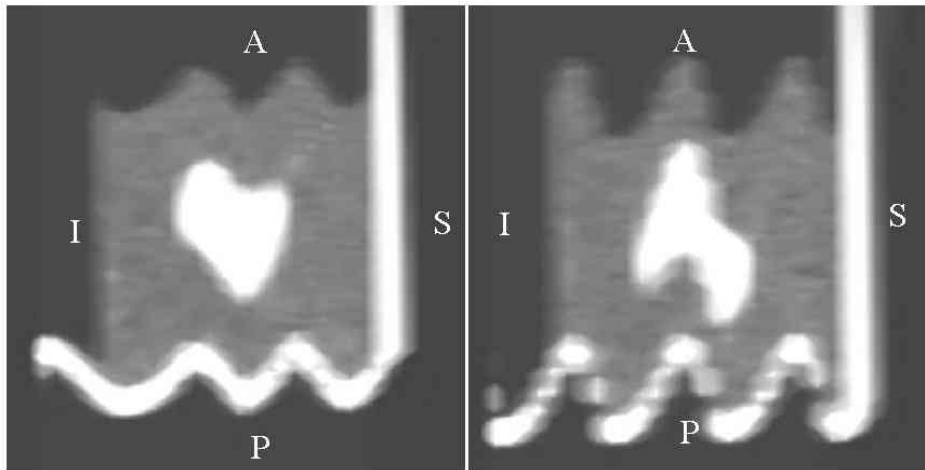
Sagittal reconstruction of the phantom using helical 3D-CT for motion A (left) and B (right). Image quality is poor and shapes of motion curves can be clearly seen on the shape of the horizontal platform (white part).
